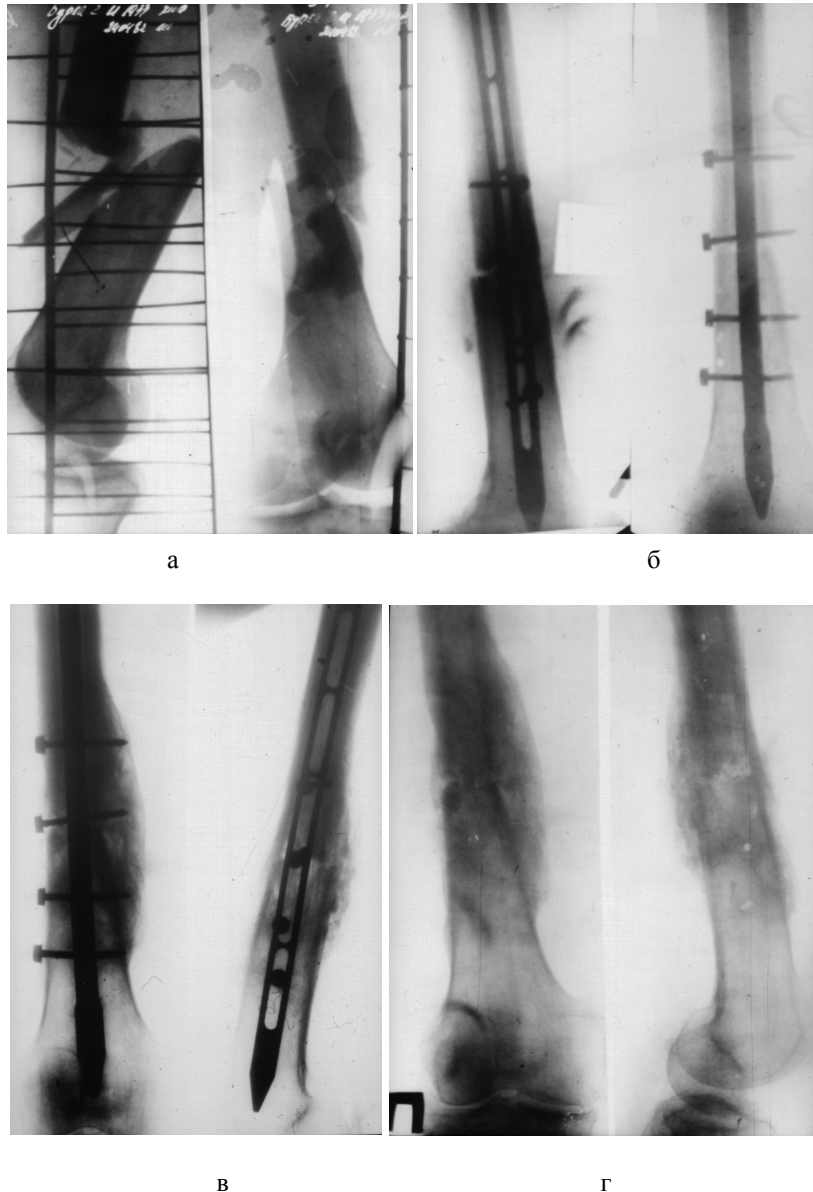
Рентгенограммы правого бедра больного Б.: закрытый многооскольчатый перелом нижней трети диафиза, а - до операции; б - в день операции детензионного варианта открытого БИМПО КМПФ-2; в - через 4,5 месяца после операции; г - после удаления фиксатора
